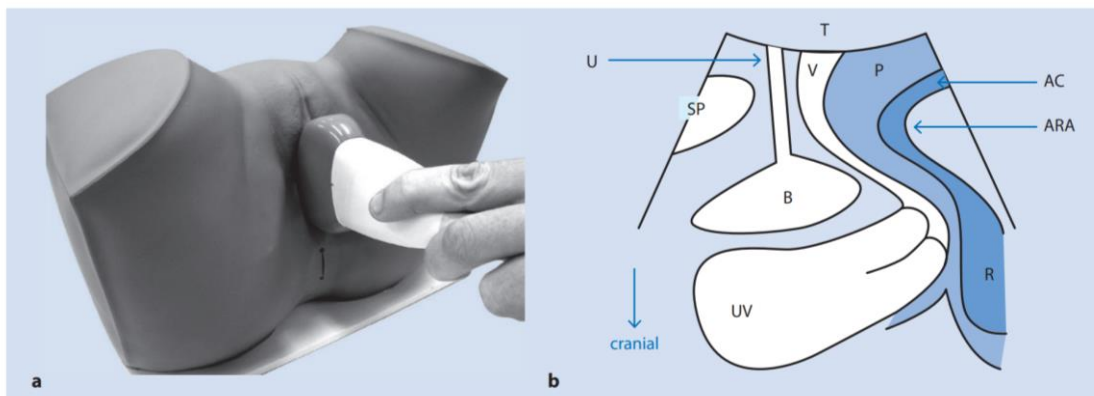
Darstellung der Durchführungsmethode der perinealen Sonographie. Modifiziert nach (62).
